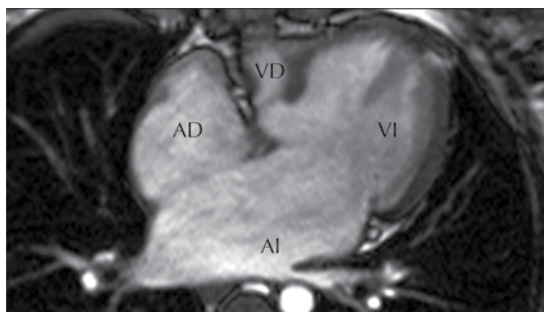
Tomografía cardiaca, corte de cuatro cámaras: ambos atrios tienen dextromorfismo, el atrio anterior y derecho se conecta con el ventrículo derecho y el atrio posterior e izquierdo se conecta con el ventrículo izquierdo.
